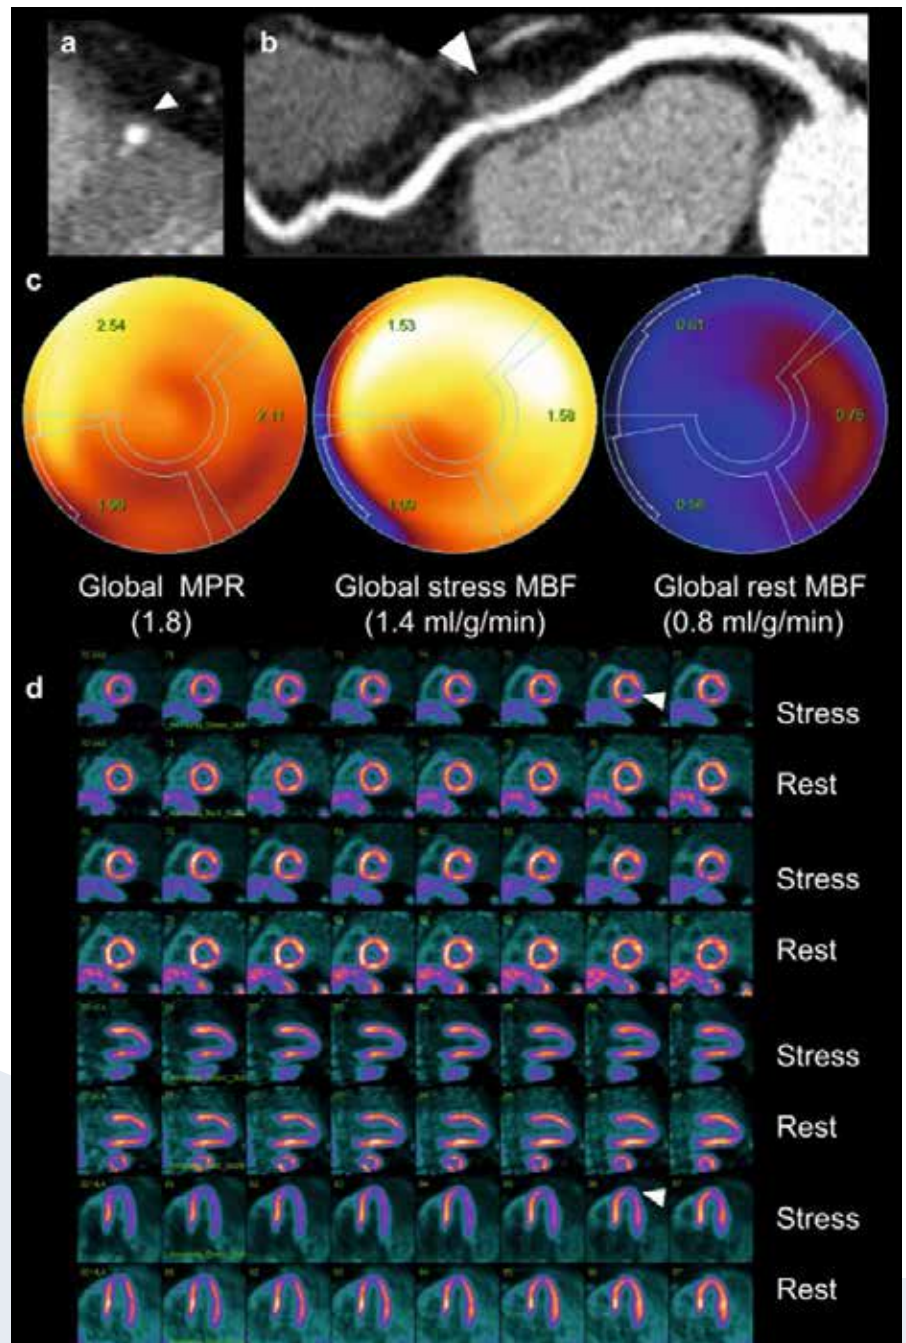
(a, b) CCTA demonstrated a LAD-MB (white arrows) and no coronary artery disease in the three coronary territories. (c) Dynamic polar map of ¹³N-ammonia PET shows low global MFR (< 2.0) and low global stress MBF (< 1.9 ml/gr/min). (d) Myocardial perfusion imaging showed apical and inferolateral mild ischemia (white arrows).
